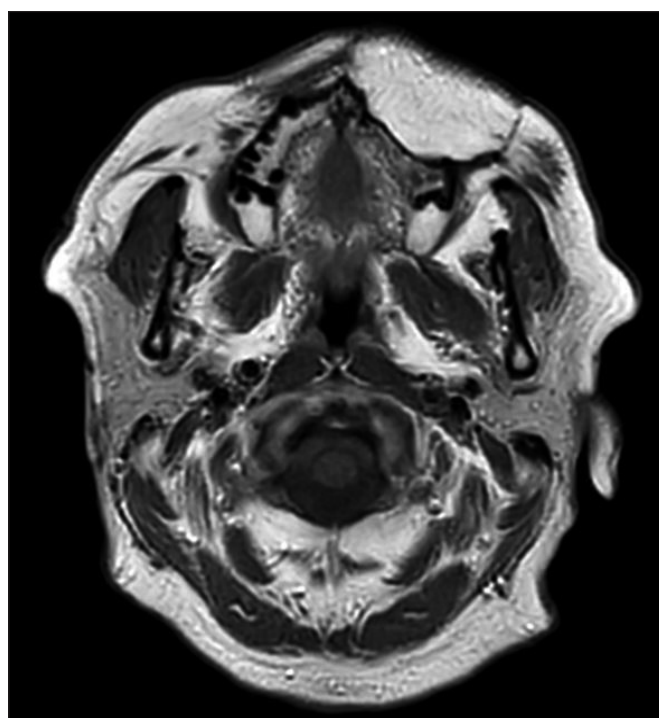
Corte axial de RMN: lesión subcutánea mal definida e infiltrativa en malar izquierdo con captación homogénea de contraste, sugestiva de recidiva tumoral (hipointensa en T1 y con realce homogéneo tras la administración de contraste - mismo comportamiento que la lesión inicial).
